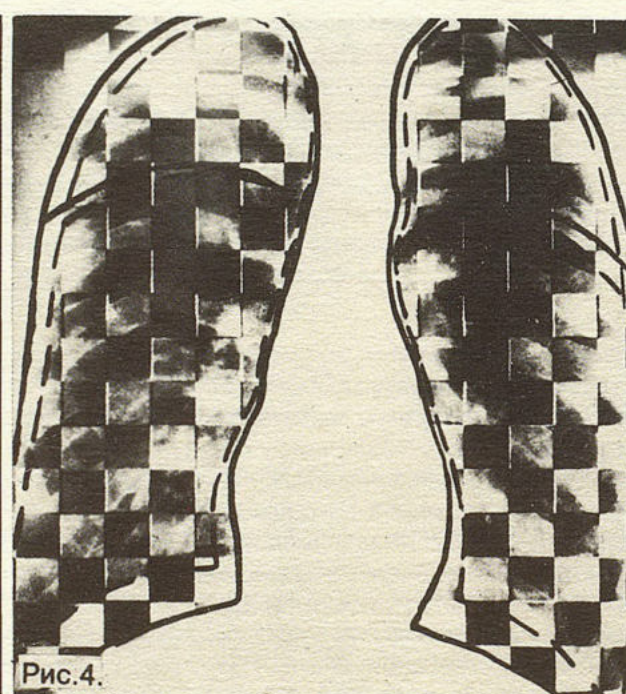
Рентгенопневмополиграмма больного с умеренными нарушениями (2-я подгруппа). Умеренное снижение подвижности диафрагмы и увеличение амплитуды смещения ребер.
